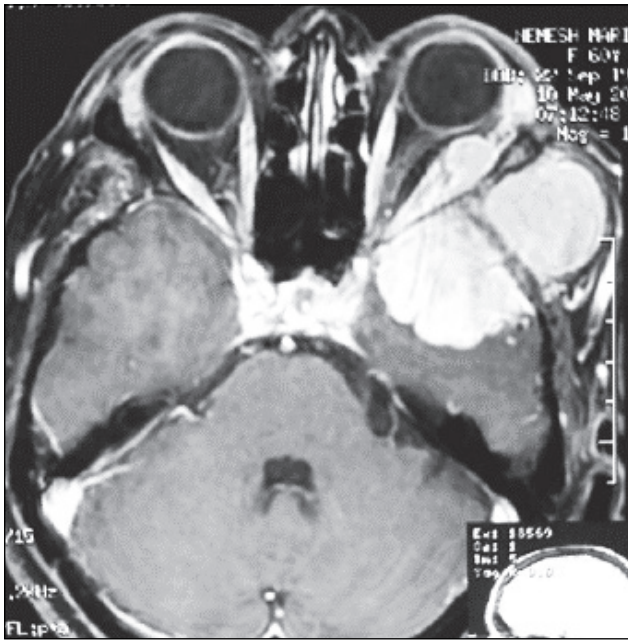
Магнітно-резонансна томографія: краніоорбітальна пухлина зліва
